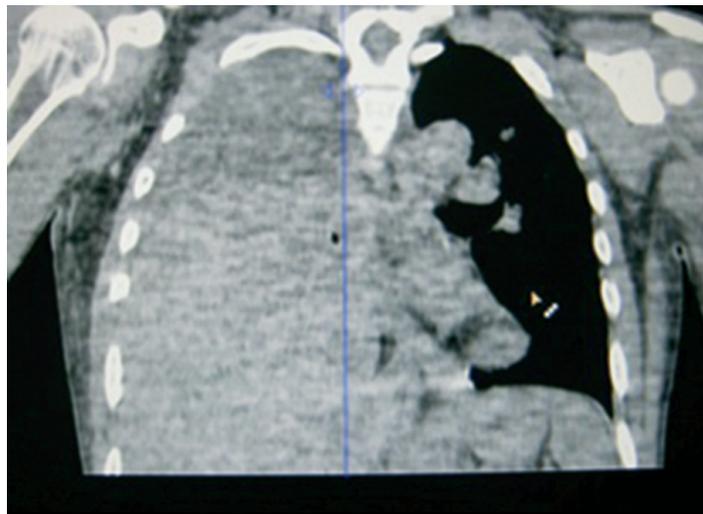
TC mostrando glándula hepática en hemitórax derecho.
